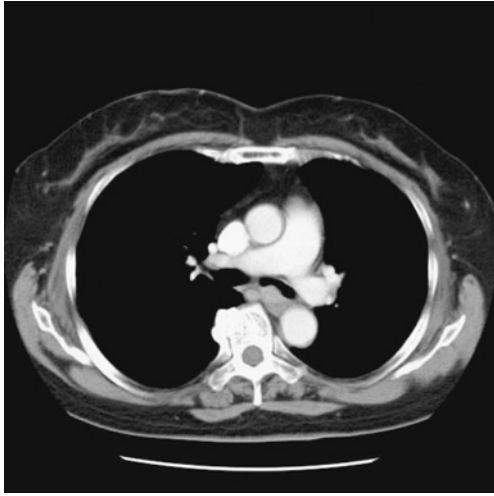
Chest CT on admission: Contrast-enhanced CT section through the main bronchus shows a well-defined endobronchial mass within the posterior portion of the left main bronchus. The mass is homogeneously enhanced.
